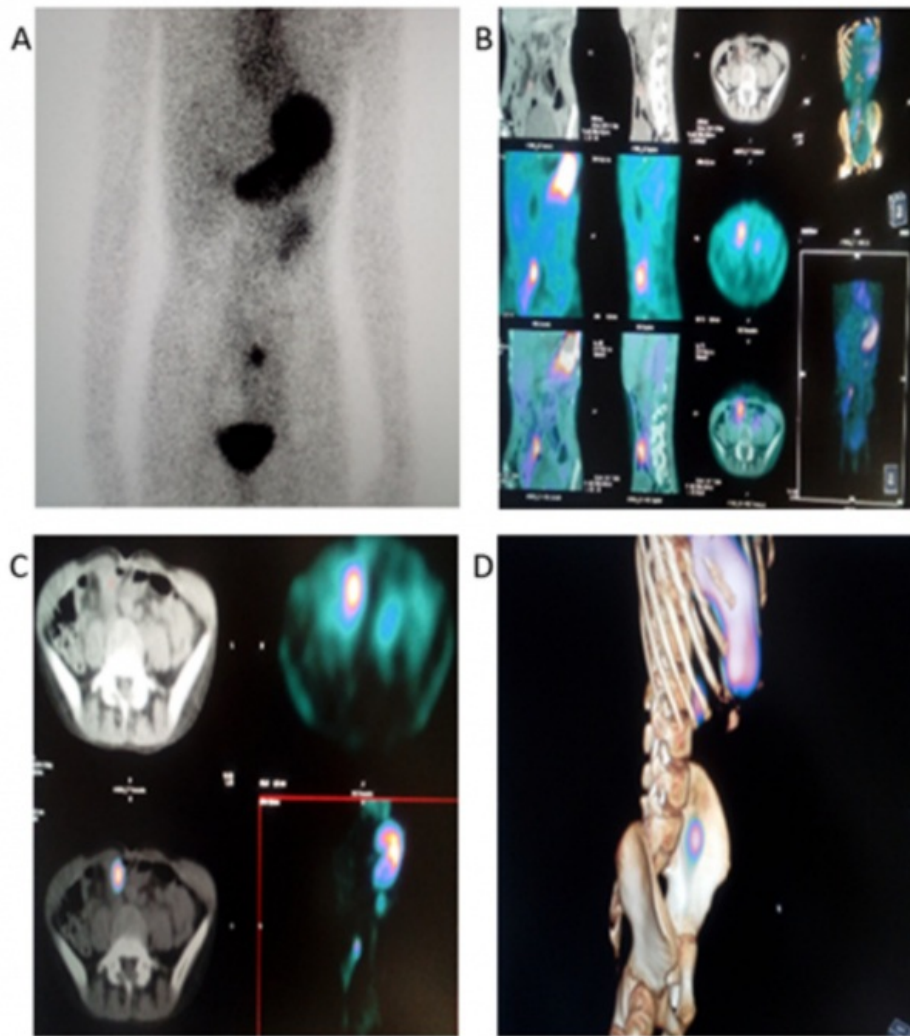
Imágenes planar (A) y fusionadas híbridas SPECT/CT (B-D). Se aprecia ventaja de las imágenes híbridas en la delimitación y ubicación anatómica de la lesión.
